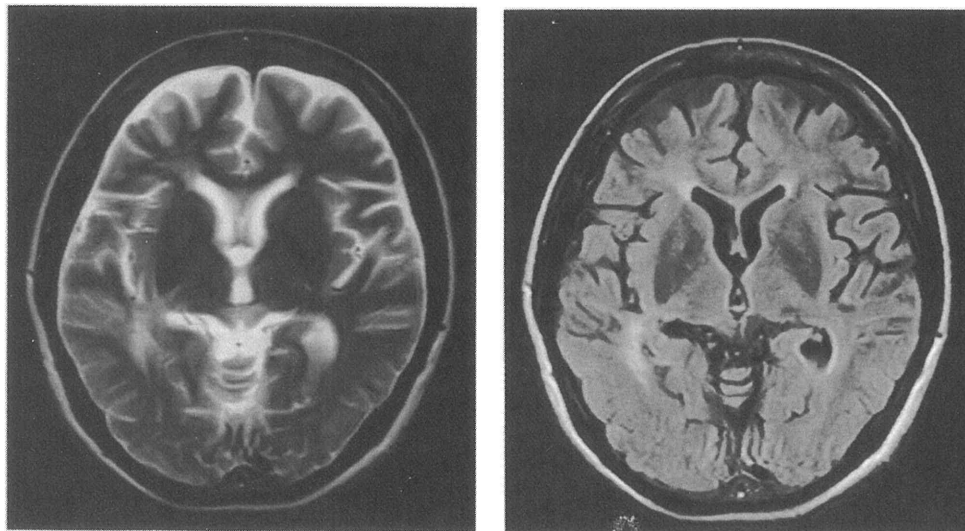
頭部MRI (2001年8月、左：T2強調画像、右：FLAIR画像)
